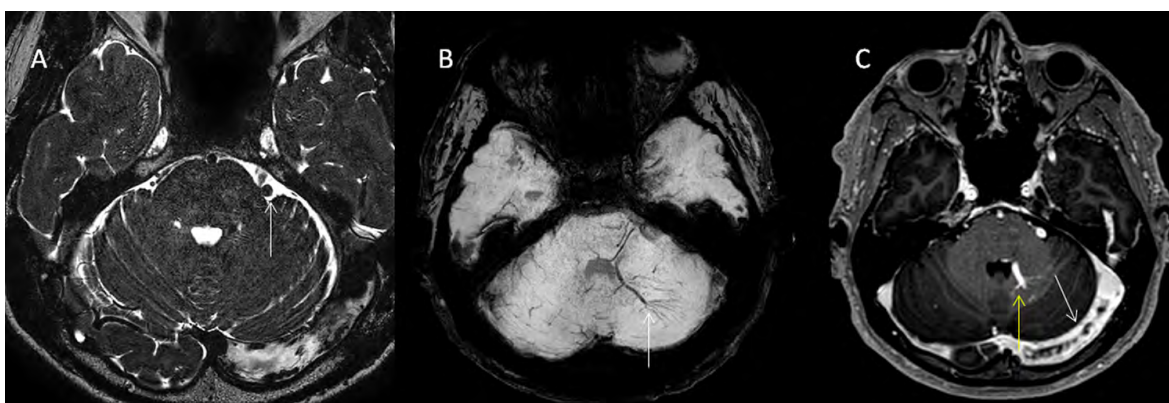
MRI findings in Case 4: A – 3D-DRIVE image showing a dilated venous structure (white arrow) in the left cerebellopontine angle compressing the root entry zone of the left trigeminal nerve; B – SWI demonstrating a “caput medusae” pattern in the left cerebellar hemisphere (white arrow); C – post-contrast T1-weighted image showing a dilated vein in the left middle cerebellar peduncle (yellow arrow) and chronic thrombosis of the left transverse sinus (white arrow). Source: created by the authors
